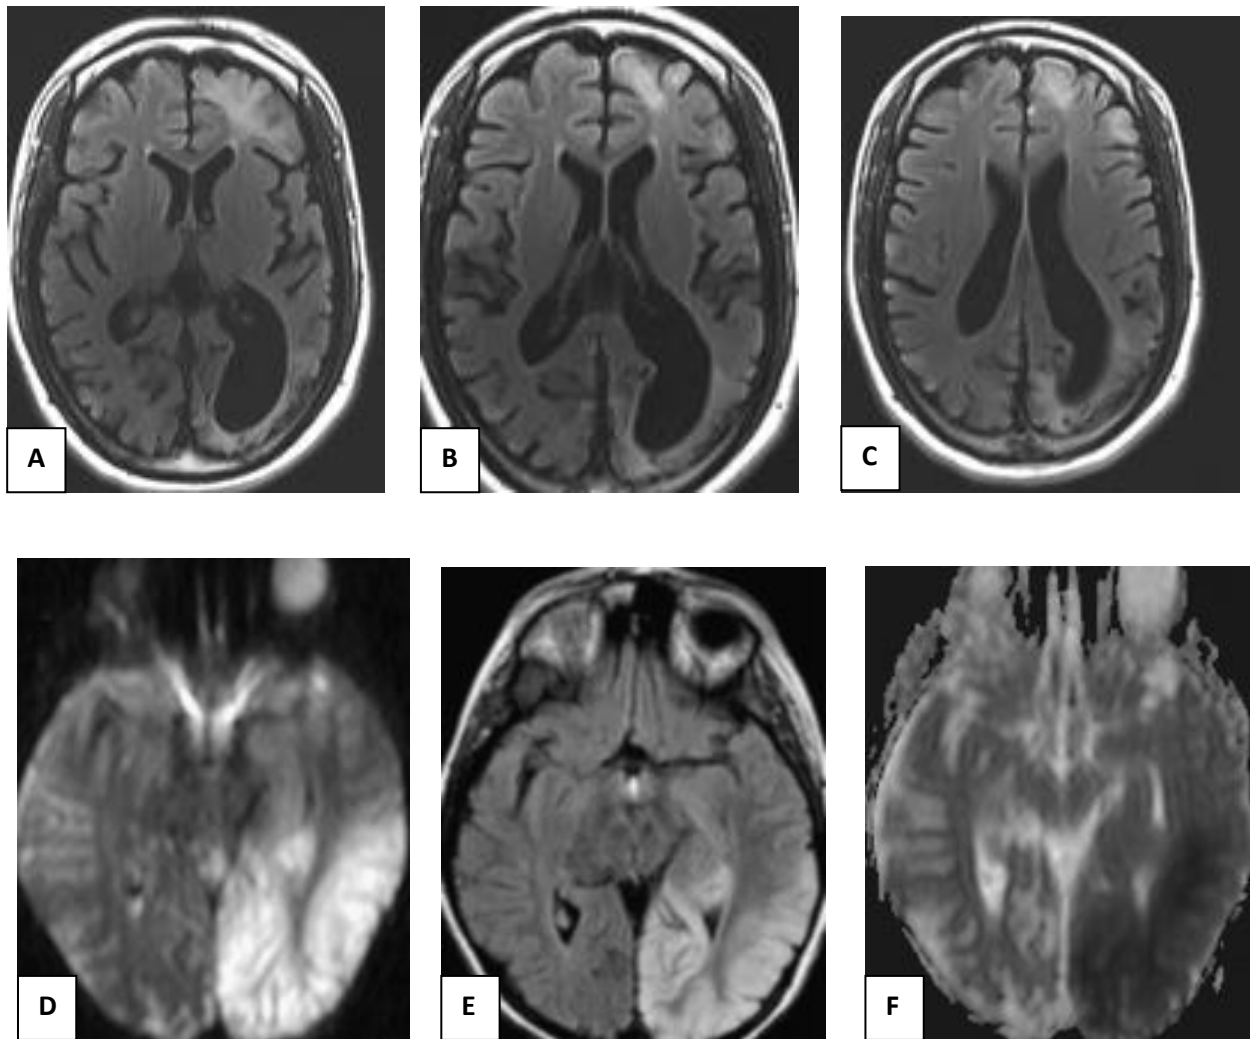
En A, B et C séquence FLAIR montrant des lésions corticales et sous corticales en signal hyper intense. En D, E et F séquence de diffusion et FLAIR montrant des plages de signal hyper intense ,en faveur de lésions de nécrose corticale.
